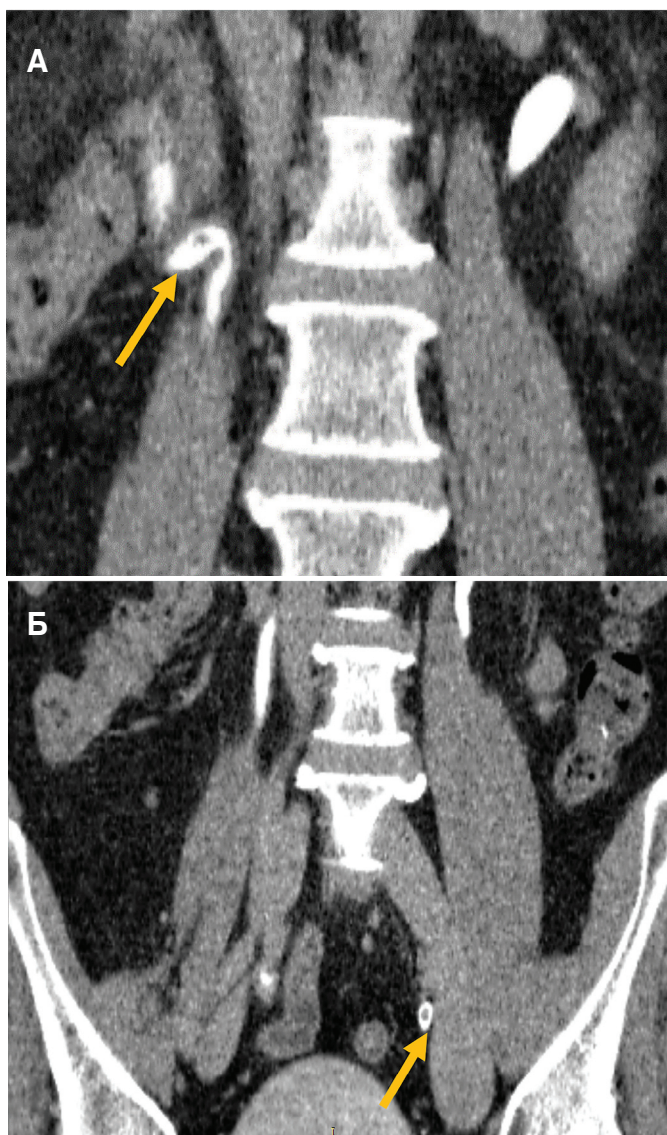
А,Б. Пациент Б., 58 лет. Мультиспиральная компьютерная томография почек, мочеточников и мочевого пузыря, выполненная по стандартной программе, дополненная внутривенным введением контрастного препарата. Опухоли правой лоханки, правого (А) и левого (Б) мочеточников показаны стрелками
